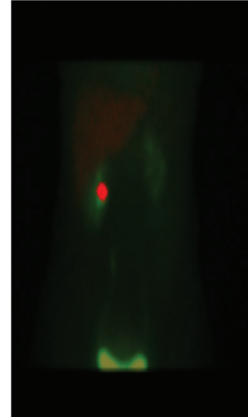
Paratiroidektomi öncesi FDG PET/BT - hipermetabolik iskelet sistemi bulguları
